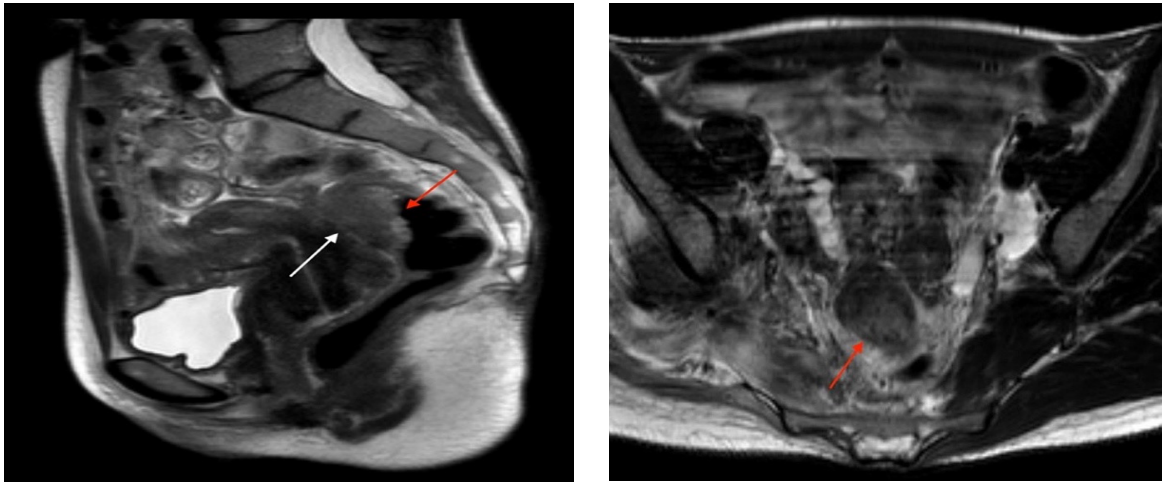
Данные МРТ органов малого таза пациентки С., 38 лет, болевой синдром 10 по шкале ВАШ. На представленных МР-томограммах визуализируется эндометриодный имплант в позадматочном пространстве (белая стрелка) с признаками глубокой инвазии толстой кишки и формированием интралюменального компонента (красная стрелка)
